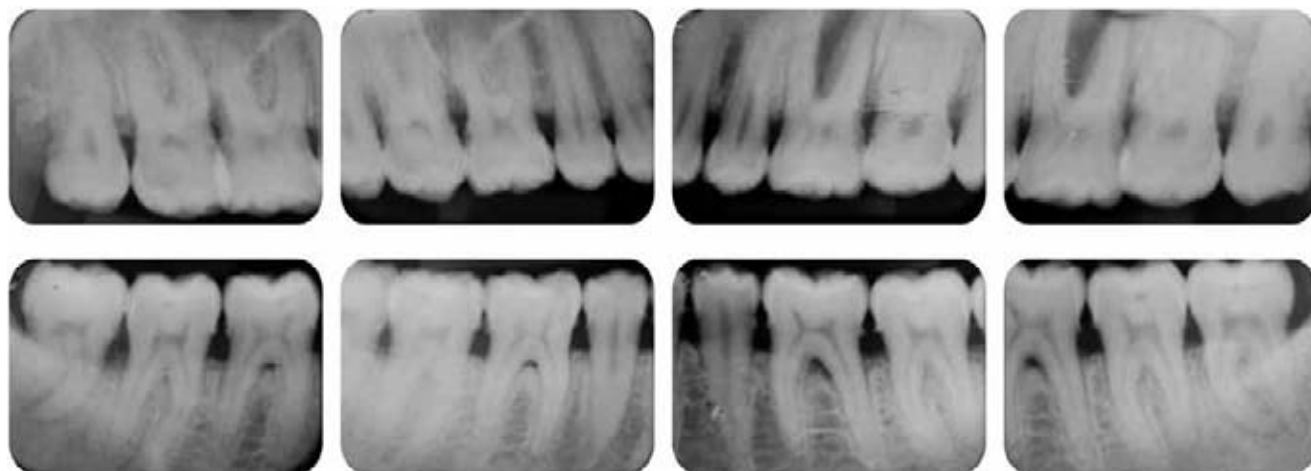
Radiografías iniciales.
